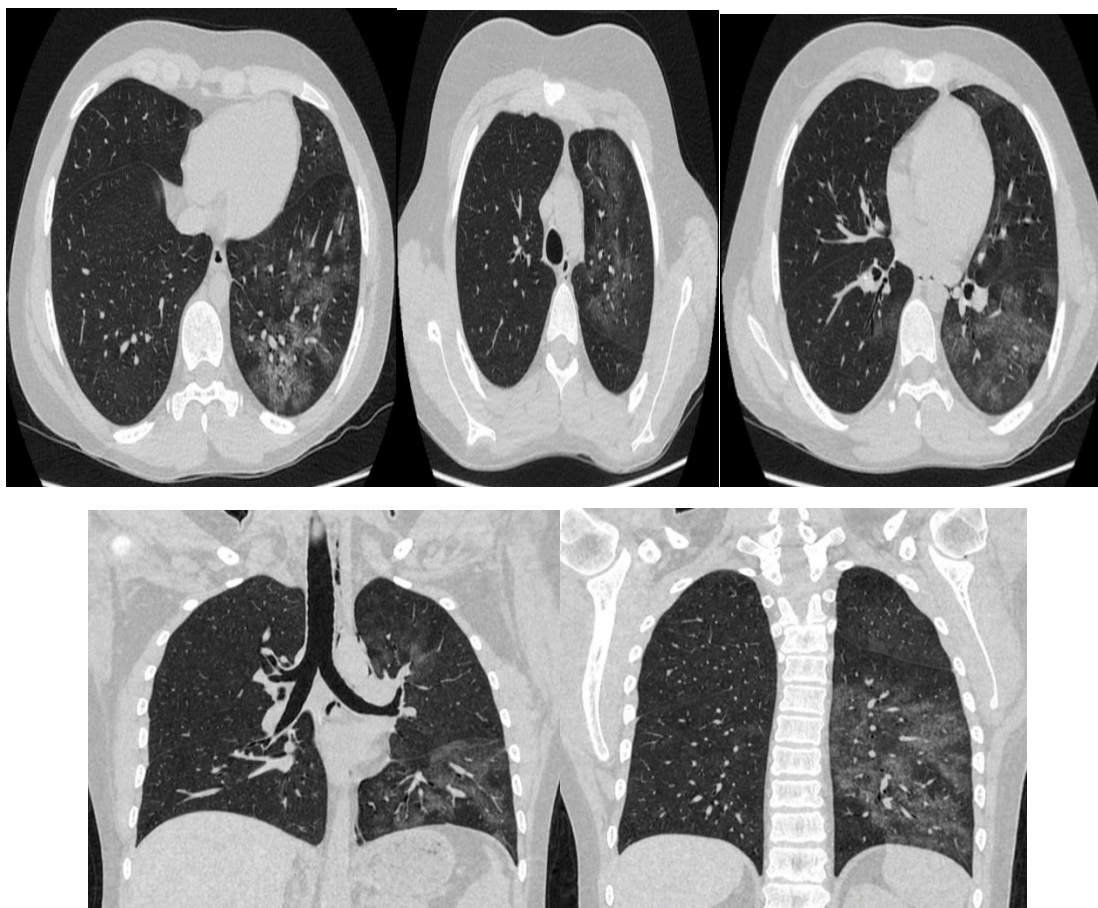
Данные компьютерной томографии с положительной динамикой на 13 день от начала терапии.
